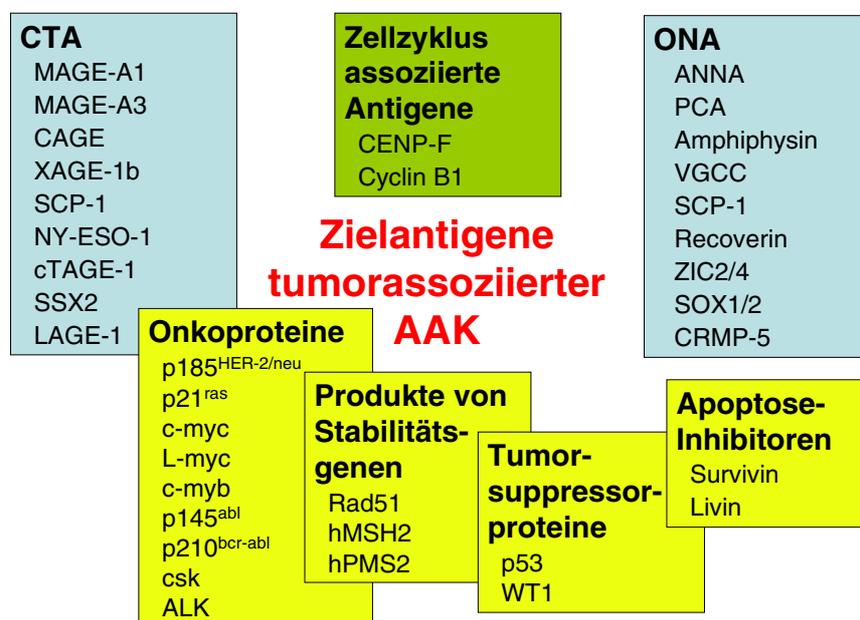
Autoantigene, welche während der Tumorgenese aberrant oder neo-exprimiert werden, können zur Produktion von tumorassoziierten AAK führen. Die betrifft v. a. Proteine, welche direkt am Pathogeneseprozess beteiligt sind (gelber Hintergrund) sowie Proteine, welche differentiell exprimiert werden (hellblauer Hintergrund). Aber auch Zellzyklus abhängig exprimierte Proteine können Zielantigene von AAK bei Tumoren sein bei jedoch geringerer Tumorspezifität (grüner Hintergrund). CTA: „cancer/testis class of tumor antigens“; ONA: „onconeural antigens“.
